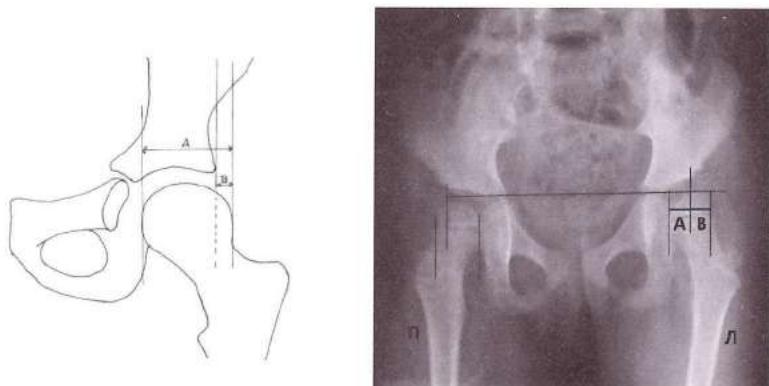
Рентгенограмма тазобедренного сустава.
